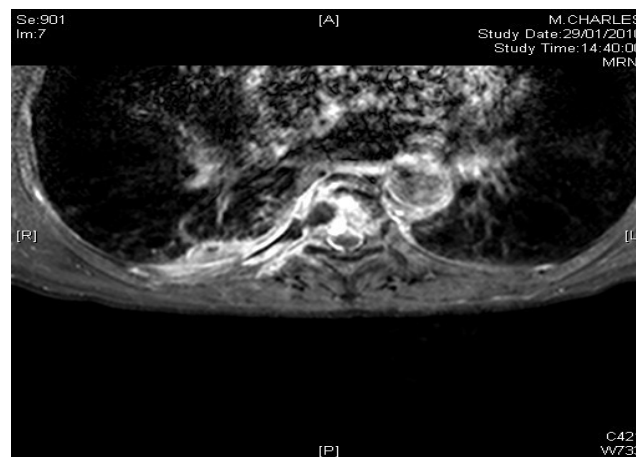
IRM coupe T1/spir avec gadolinium: inflammation épidurale, et des plateaux vertébraux.
